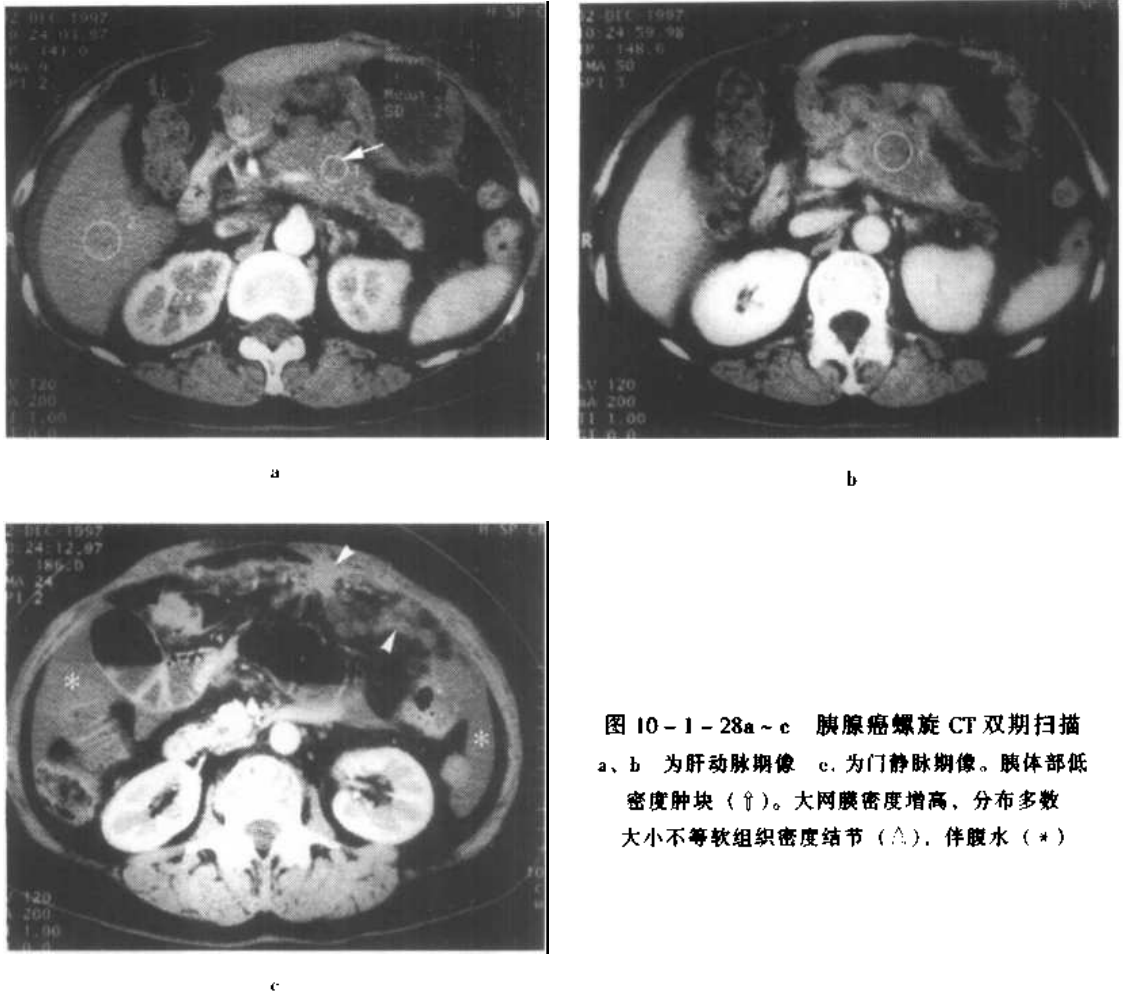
~c 胰腺癌螺旋 CT 双期扫描
